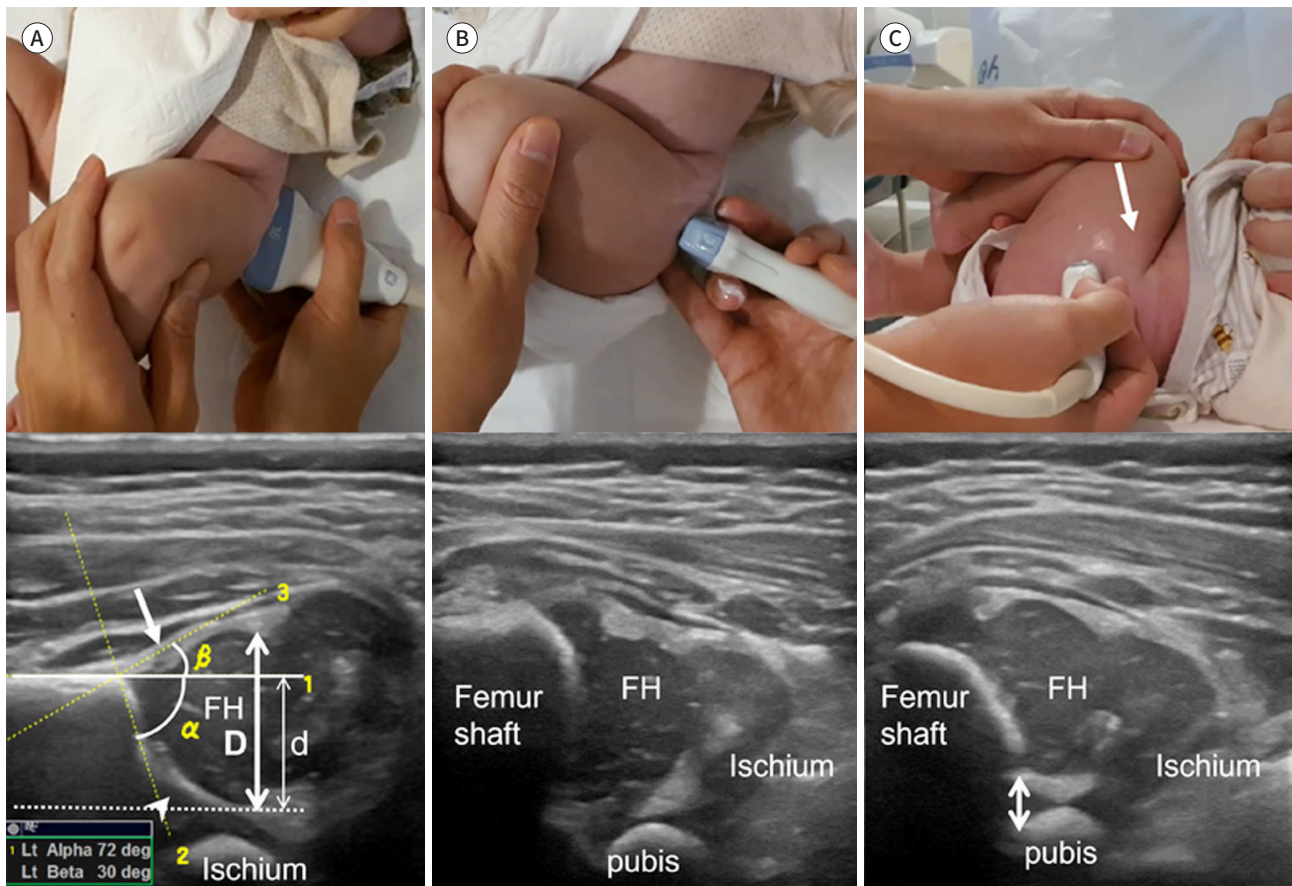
Hip ultrasonography with coronal and transverse views.
